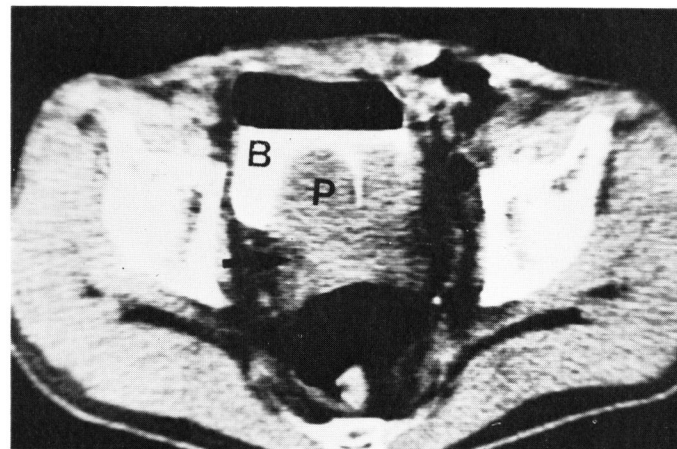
膀胱内突出型の前立腺肥大症の CT 像. 0.5% ウログラフィンが注入された膀胱 (B) 内に突出した前立腺 (P) の辺縁は鮮明, 平滑で精のう腺の形態, vesico-semlal angle (vs2) も鮮明である (矢印).
